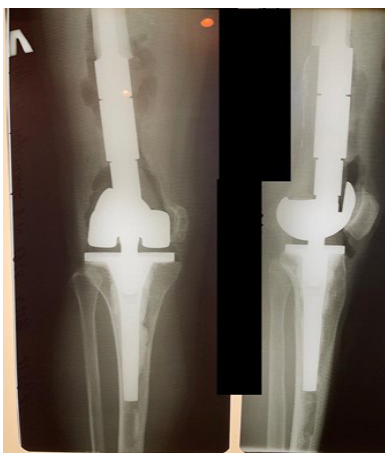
На рентгенограмме коленного сустава в прямой и боковой проекции визуализируется мегаэндопротез коленного сустава замещающий обширный дефект бедренной кости
